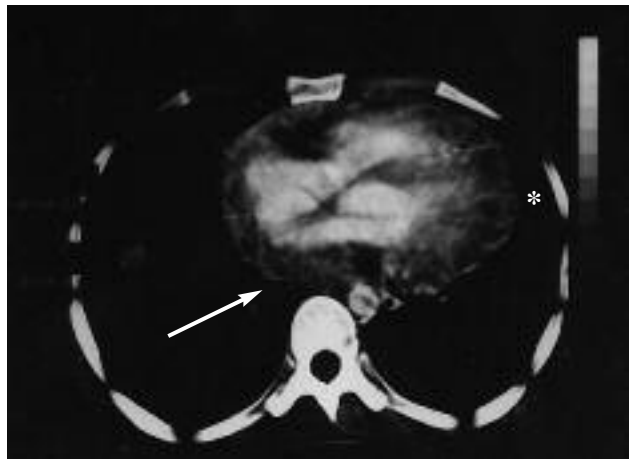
Coupe TDM à l'étage auriculo-ventriculaire : hyperdensité lacunaire à limites régulières amputant le versant postéro-latéral de l'oreillette gauche (flèche). Epanchement péricardique *
